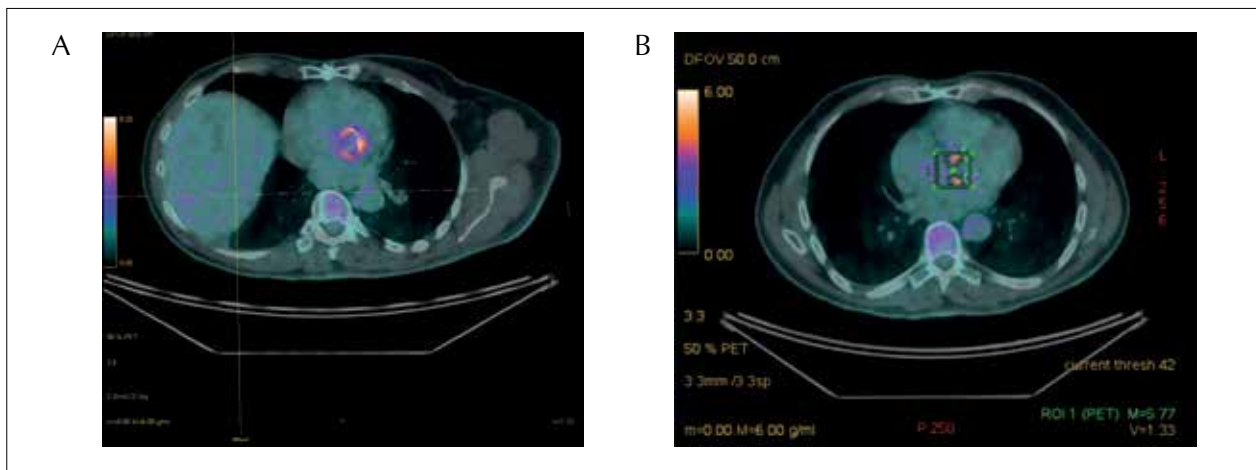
Paciente masculino, 68 anos, com prótese aórtica biológica e história de febre e sudorese e ecocardiograma transthorácico sem alterações. (A) PET/CT com F18-FDG demonstrou captação perivalvar do radiofármaco (B) A análise quantitativa demonstrou SUV de 5,77
